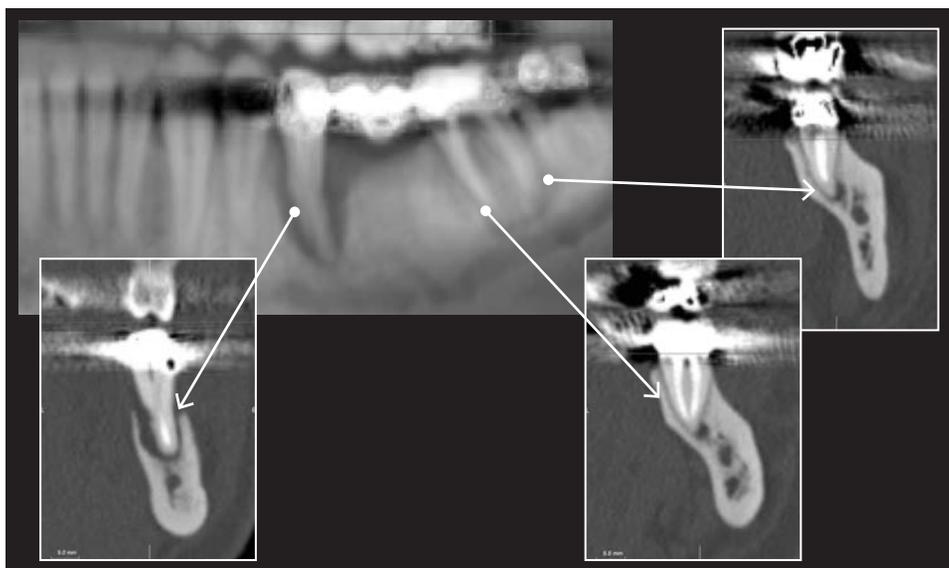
TAC 2008: sia il 35 che il 37 mostrano lesioni periradicali
